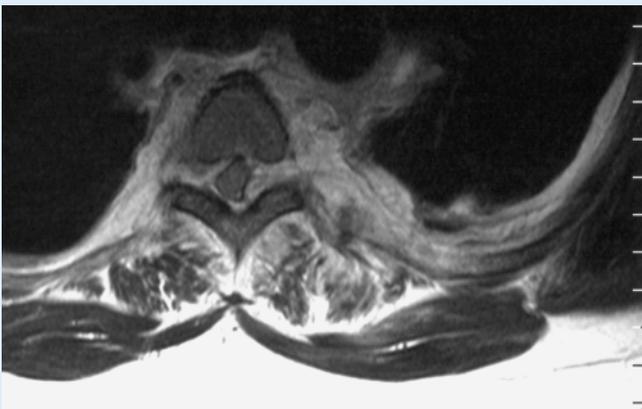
◀ Axiales MRT (T1 mit Gd): BWS mit spinalem Empyem und Pleuraempyem
